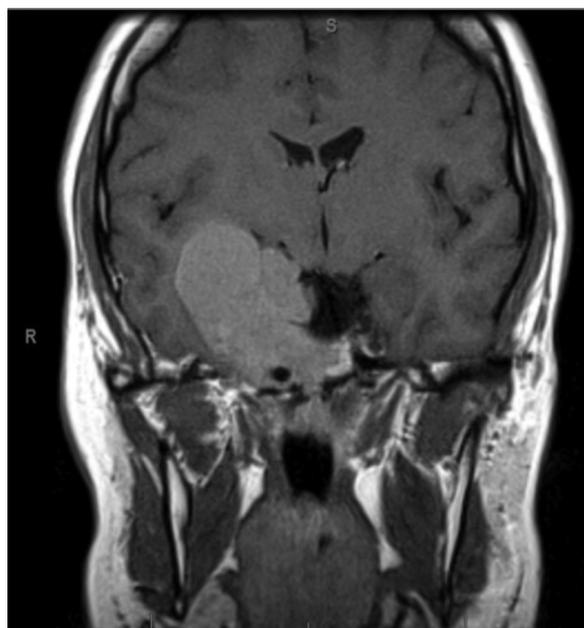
RMN T1 corte coronal. Volumosa lesão centrada na região paraselar direita com invasão do seio cavernoso.
